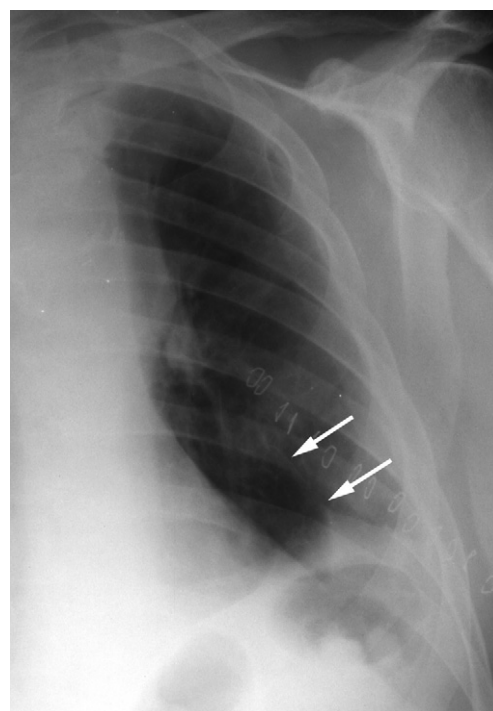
Radiographie du thorax après lobectomie supérieure gauche.
